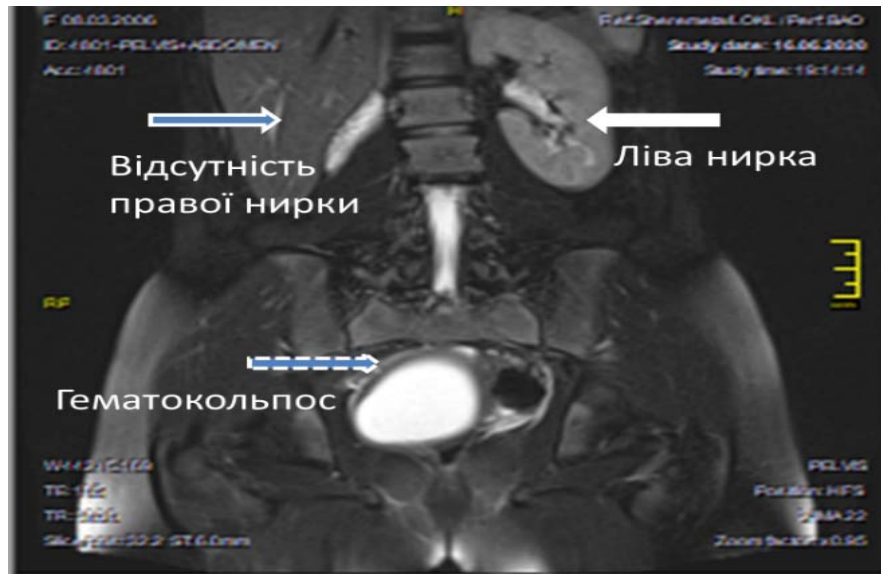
Візуалізація поєднаної аномалії розвитку сечовидільної та статеві системи у підлітковому віці при проведенні МРТ (T2 зважене зображення).
